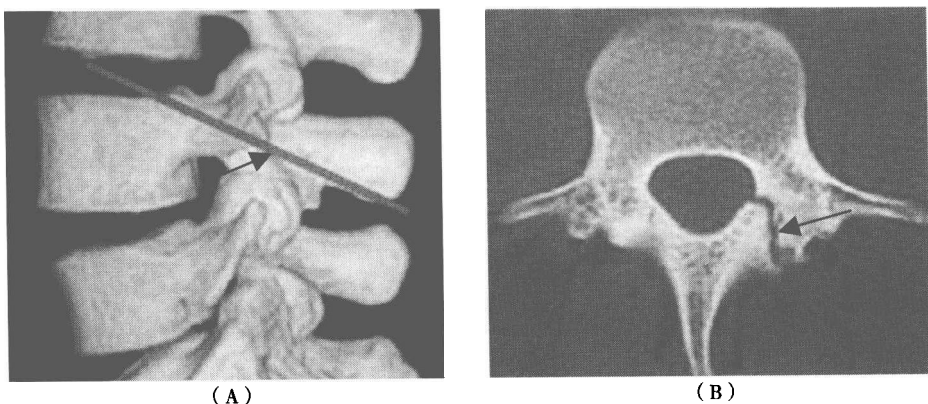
反向角度进行的 CT 扫描对椎体附件骨折的显示
